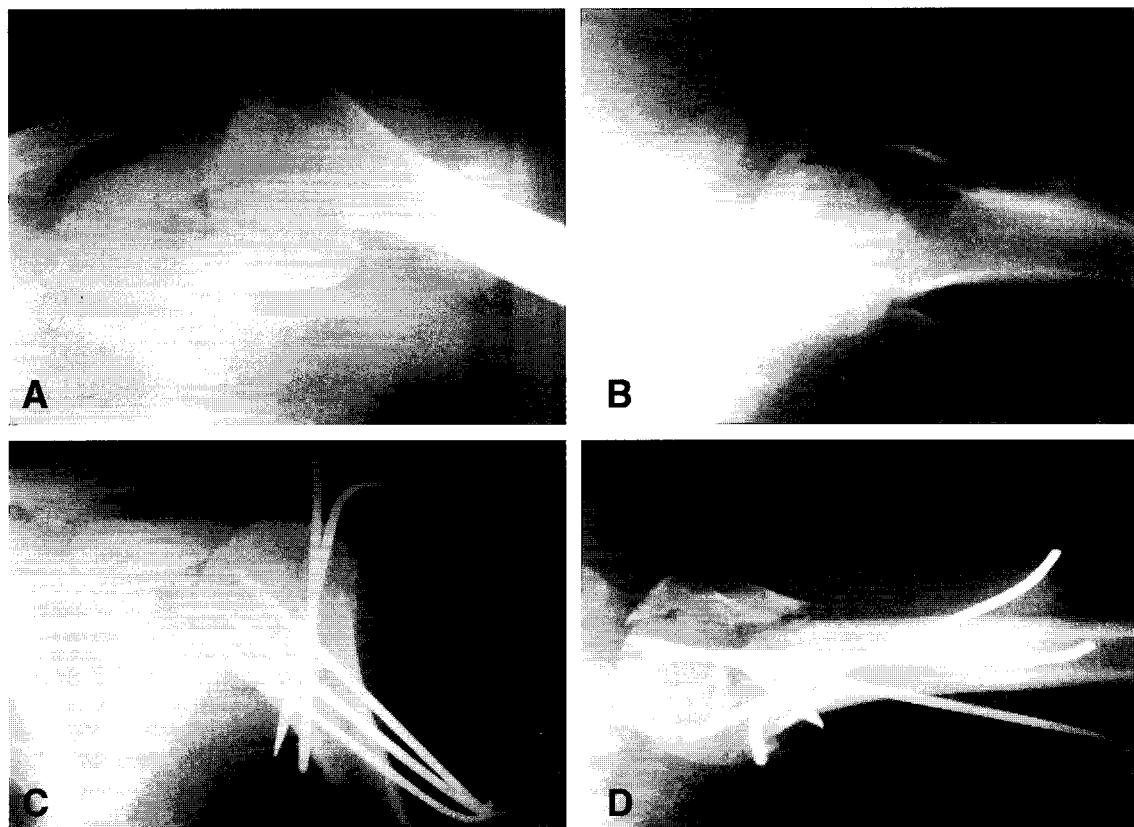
Initial AP and axillary lateral roentgenograph showing unstable two-parts fracture of surgical neck in humerus.
